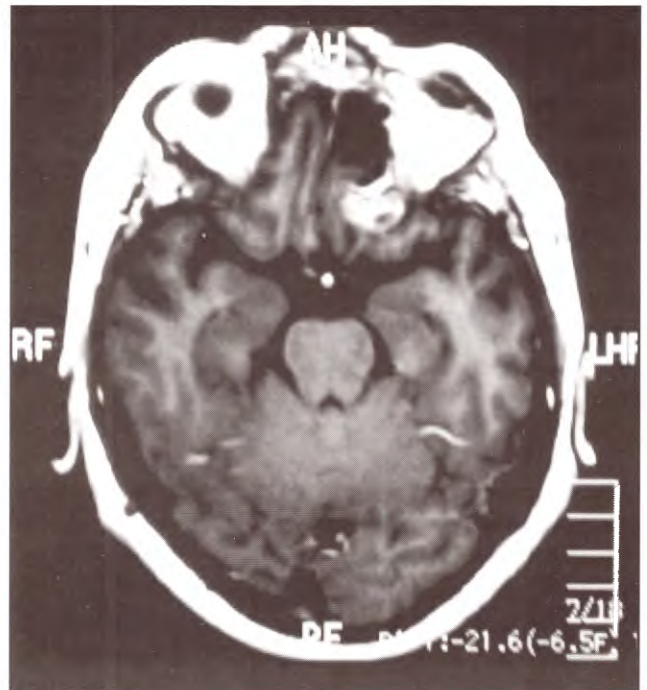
IRM axial postoperatoria.
